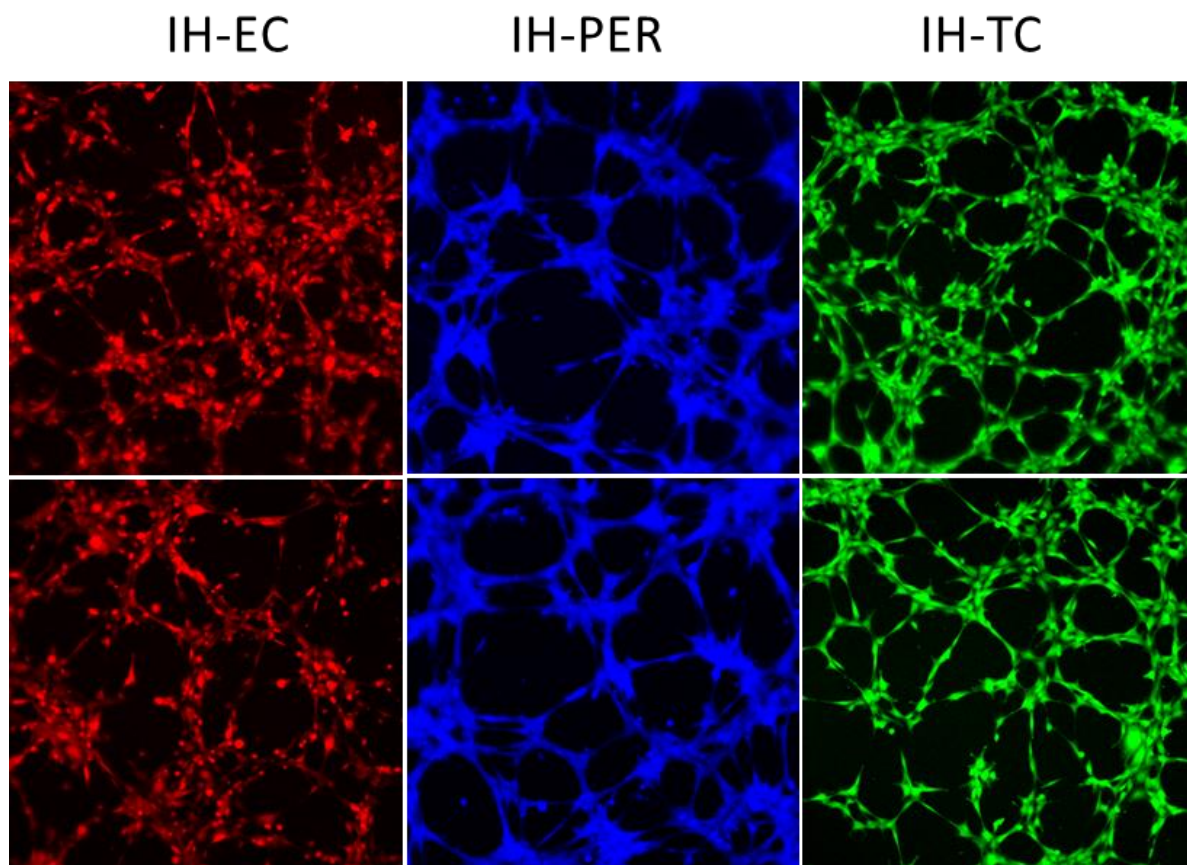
IH-EC, -PER and -TC are capable to form capillary-like tube when seeded into Matrigel-coated wells. IH-EC (red), IH-PER (blue) and IH-TC (green) isolated from fresh IH form tubes 3 hours after seeding in Matrigel-coated wells containing EGM2 medium.
